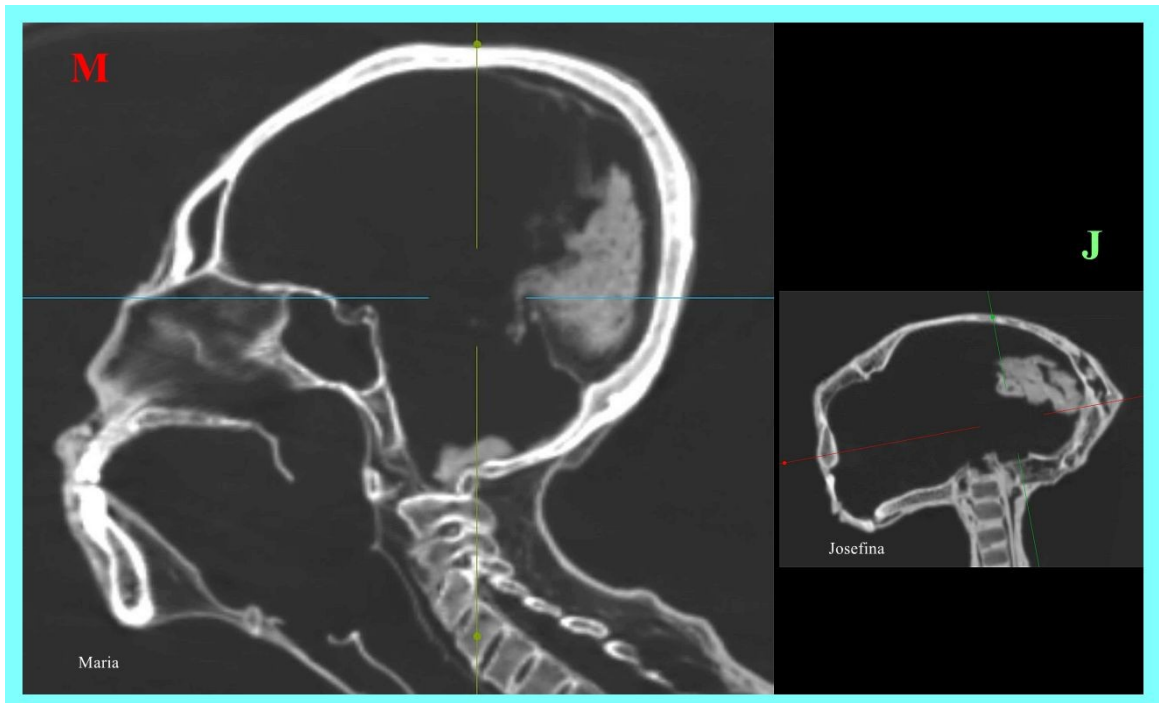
TC 2D sagital de cráneo que compara 'Maria' (izquierda) con 'Josefina' (derecha). Nótese los distintos compartimentos dentro del cráneo del tridáctilo tipo M en comparación con el compartimento único del cráneo del tridáctilo tipo J. En ambos se observa tejido cerebral residual.
